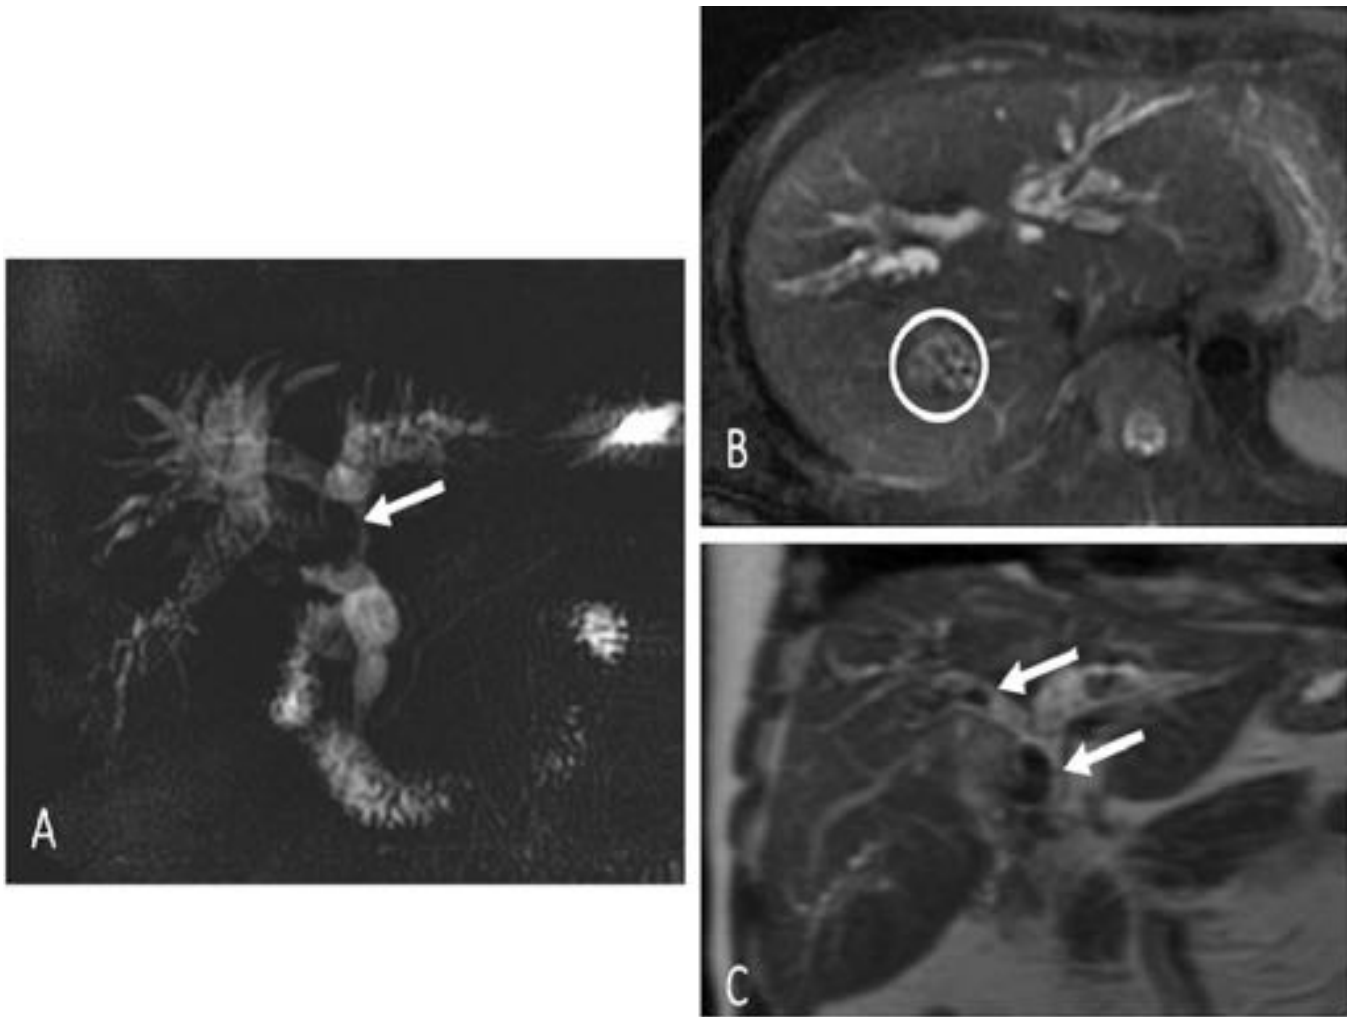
Mujer con colangitis piógenas recurrentes. (A) Corte grueso de colangiografía RM con múltiples cálculos biliares intra y extrahepáticos (flecha). Corte axial de RM potenciada en T2 con saturación grasa con múltiples defectos de repleción del árbol biliar y cálculos canaliculares intrahepáticos (círculo). (C) Corte coronal de RM potenciada en T2 con múltiples cálculos biliares intra y extrahepáticos (flechas).
